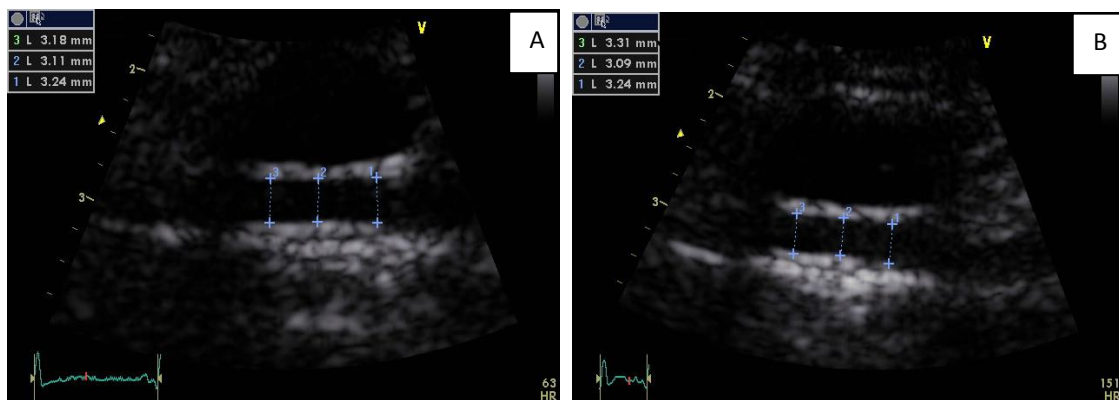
Imagem bidimensional da artéria torácica interna seis meses após a cirurgia em paciente do grupo II. A: no exame de 6 meses basal (condição basal com FC= 63bpm); B: no exame de 6 meses - estresse (durante o ecocardiograma sob estresse com dobutamina com FC= 151bpm).
